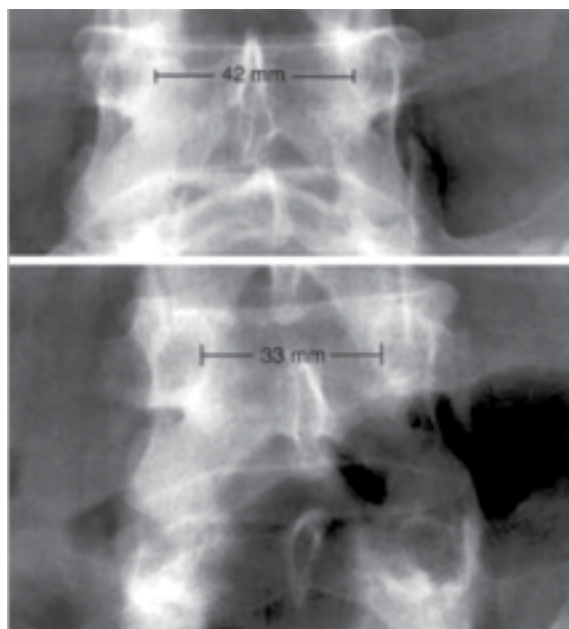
Измерение расстояния между ножками позвонка на уровне L_4 для диагностики дуральной эктазии рентгенологическим методом.
